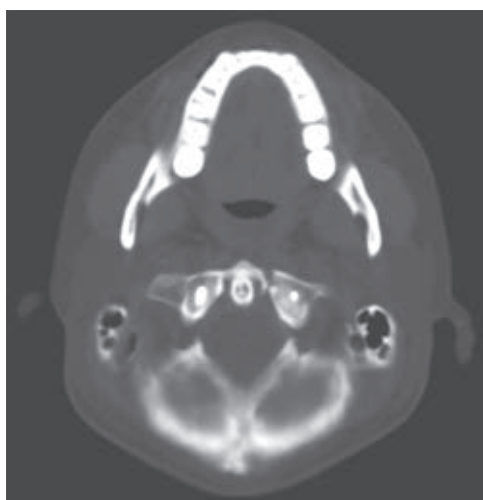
Proyección axial de tomografía observando adecuada reducción de la fractura.
